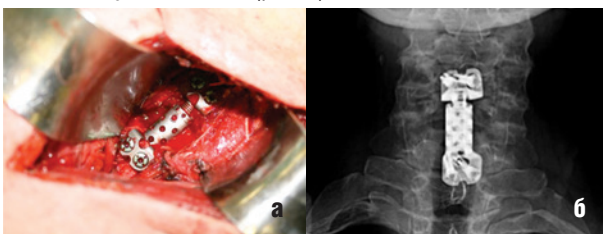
Корпорэктомия C5 с замещением дефекта раздвижным эндопротезом тела позвонка: а – интраоперационная фотография, б – послеоперационный рентген шейного отдела позвоночника
